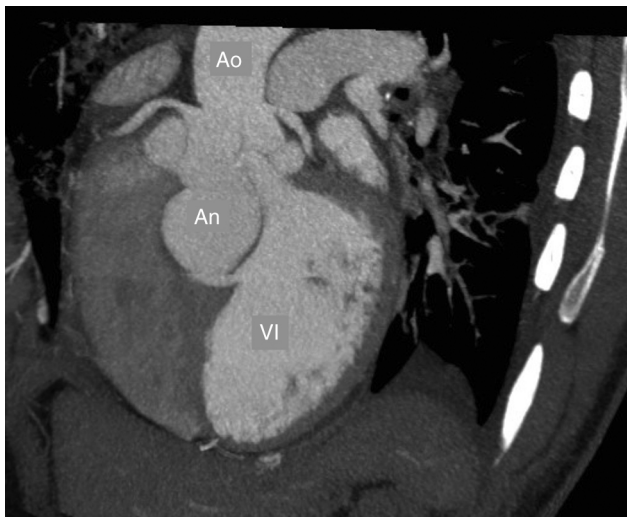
Resonancia magnética cardíaca que muestra el aneurisma del seno de Valsalva (An).
